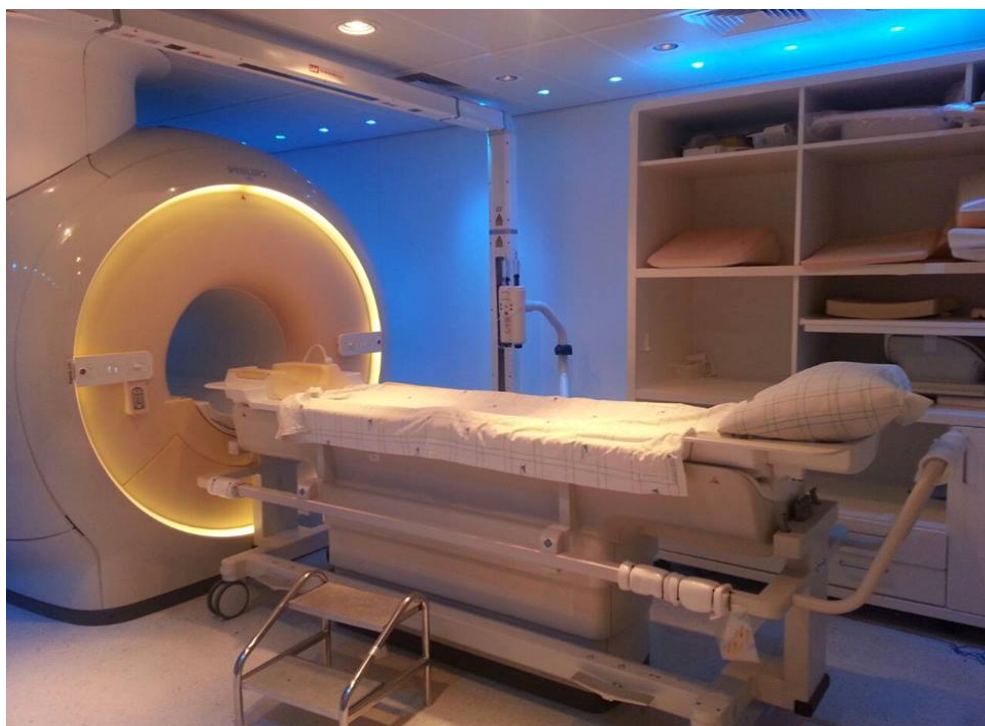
IRM 3 Tesla à l'INO, CHU de Rabat
